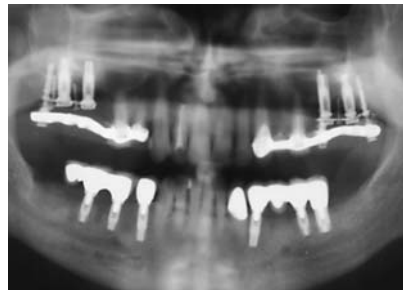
Okklusalan-sicht der keramikverblendeten Versorgung in situ. – Abb. 21: Röntgenkontrolle im OPG nach Eingliederung der implantatprothetischen Versorgung des Unterkiefers und der Cercon-Krone in Regio 33. Deutlich erkennbare Zunahme der röntgenologischen Verschattung als Hinweis auf die knöcherne Regeneration im Bereich der Sofortimplantate in Regio 44, 45, 34. Das postprothetische Röntgenbild nach Unterkieferversorgung zeigte einen spaltfreien Sitz der Konstruktion mit einem optimalen Knochenniveau. Gleichzeitig zeigt das Röntgenbild die seit fünf Monaten in situ befindliche IPI-getragene langzeitprovisorische Versorgung im Oberkiefer. – Abb. 22: Modellsituation mit verblockten Primärteleskopen in der Okklusalan-sicht auf Meistermodell und Cercon-Kronen 12 und 22.
